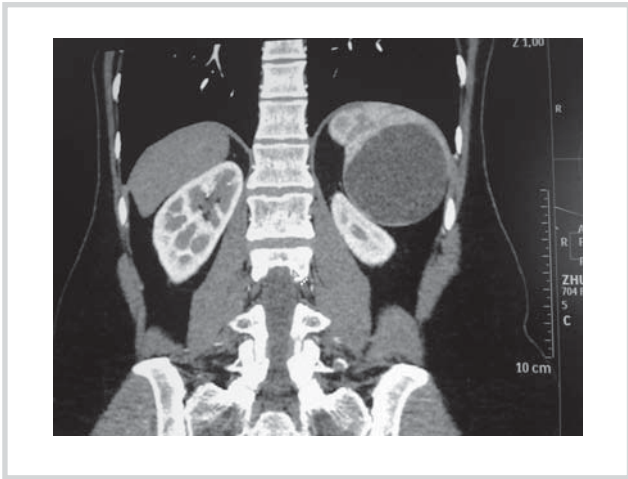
Спиральная компьютерная томограмма больной Ж. Киста нижнего полюса селезенки.
